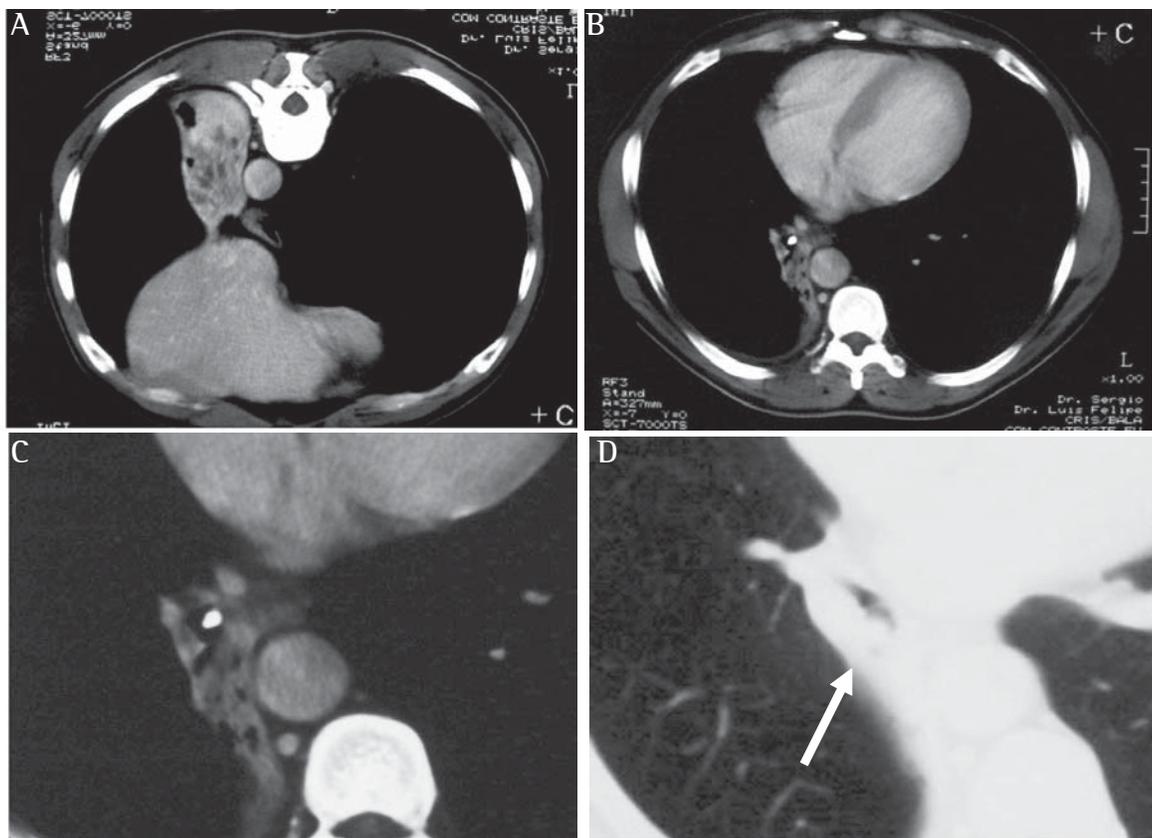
Tomografia computadorizada de tórax: sinais de redução volumétrica com bronquiectasias à direita (A e B) devido a nódulo inteiramente calcificado na luz do brônquio de lobo inferior direito (C e D).
